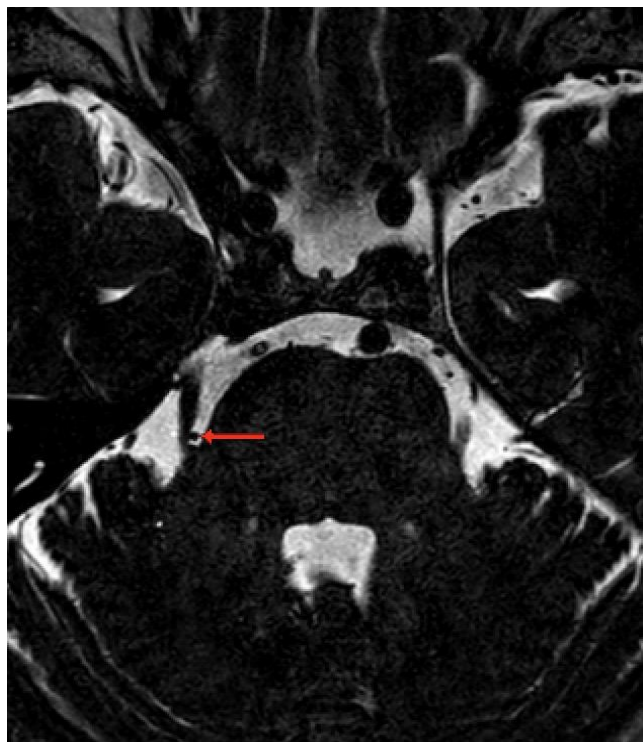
Показан нейроваскулярный конфликт Grade 3 по классификации M.Sindou. На МРТ-последовательности в режиме CISS видна ВМА, вызывающая выраженную компрессию (вдавление) корешка правого тройничного нерва (указано стрелкой).
